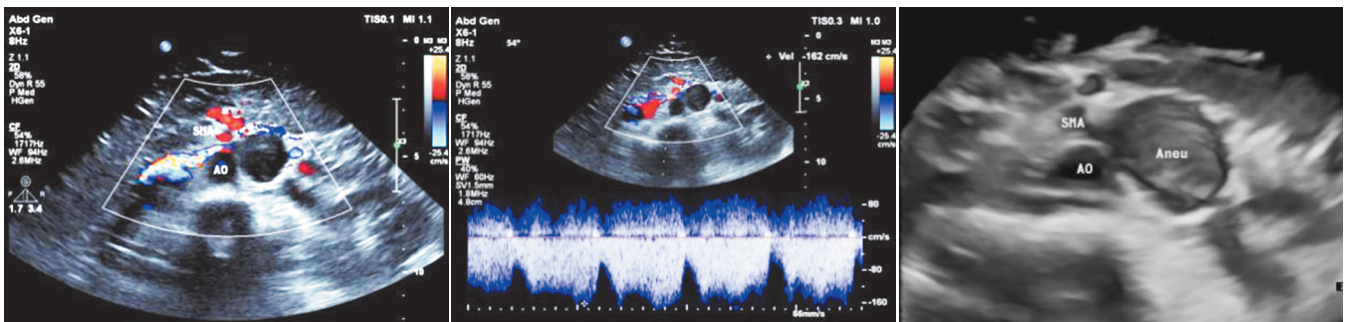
左肾静脉于腹主动脉左前方呈瘤样扩张, 图 2 彩色多普勒超声示夹角间峰值流速 171 cm/s 夹角间左肾静脉明显受压, 血流紊乱, 流速加快 (AO: 腹主动脉; SMA: 肠系膜上动脉)
